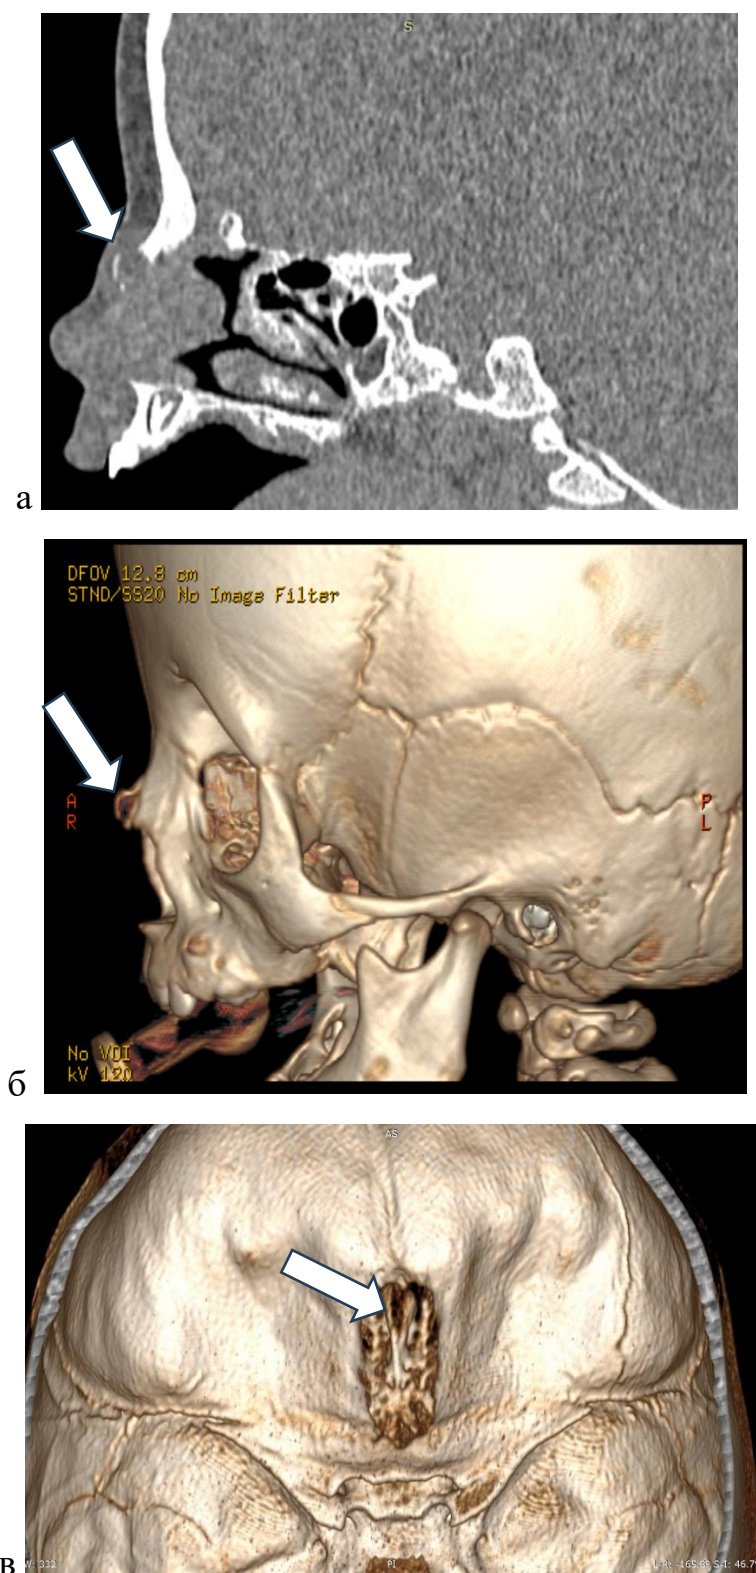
Компьютерная томограмма ОНП пациентки Г., 1 года с назальной глиальной гетеротопией: а — сагиттальная проекция; б — 3D- реконструкция; Стрелкой указана деформация носовых костей в связи с ростом новообразования; в- петушиный гребень в 3D-режиме (стрелкой указан расщепленный петушиный гребень)
